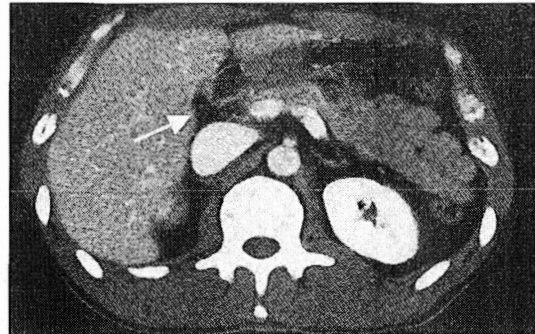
腹部CT検査:肝床部に小さな低吸収域の構造物を認めた(矢印).
